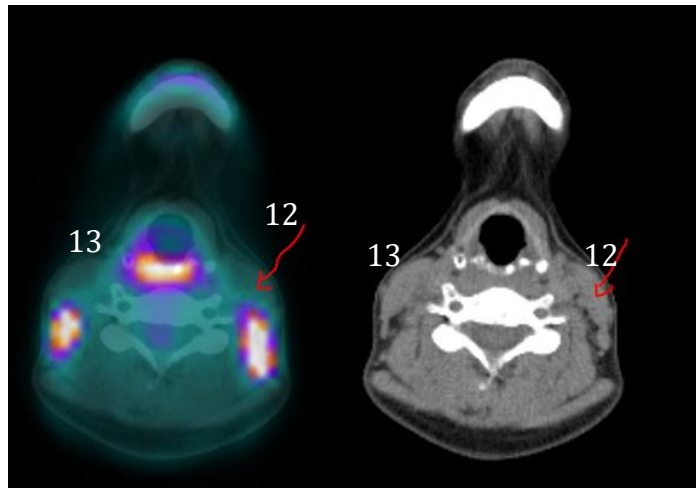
Cuantificación de 18F-FDG en el esternocleidomastoideo
